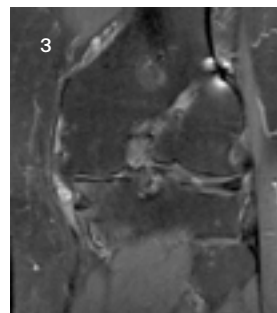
Kernspintomographische Darstellung einer vorderen Kreuzbandruptur mit bereits deutlichen degenerativen Veränderungen des Knorpels und des Innenmeniskus
